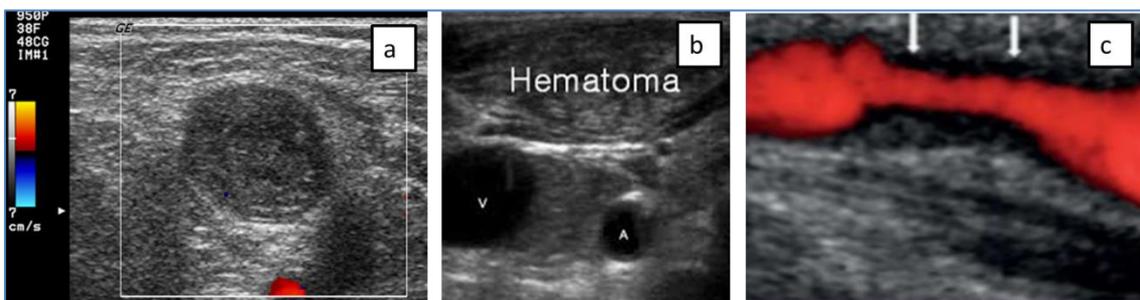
(39): Trombosis total de una vena con ausencia de la señal Doppler. b, hematoma entre la vena y la arteria que las desplaza lateralmente. c, estenosis de la vena basilíca con reducción del flujo en Doppler secundaria a daño de la pared vascular por punciones. Imágenes propias del autor.
